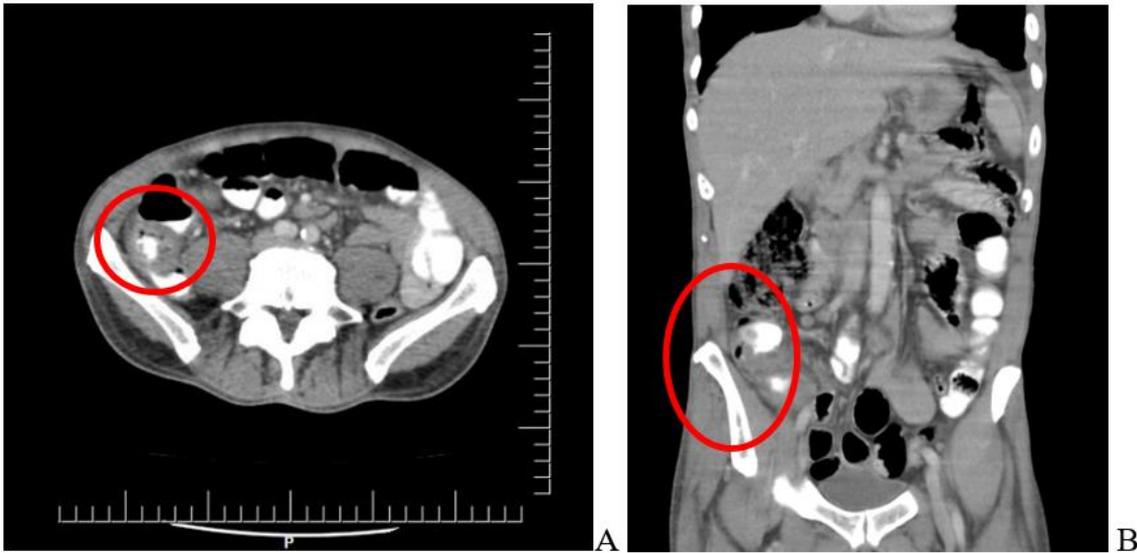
Engrosamiento concéntrico de las paredes del ciego. A- corte axial de tomografía de abdomen, B- corte coronal. (Tomada de imágenes diagnósticas de la historia clínica, previa autorización del paciente)
